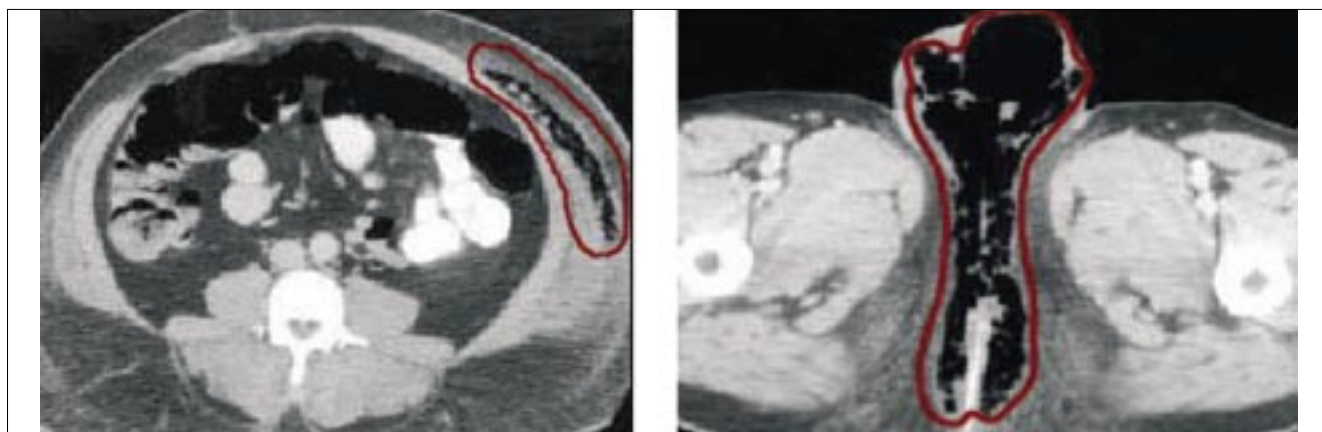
Tomography shows the presence of the as (right), which is a direct indication to the extended surgery with excision of all involved areas.
